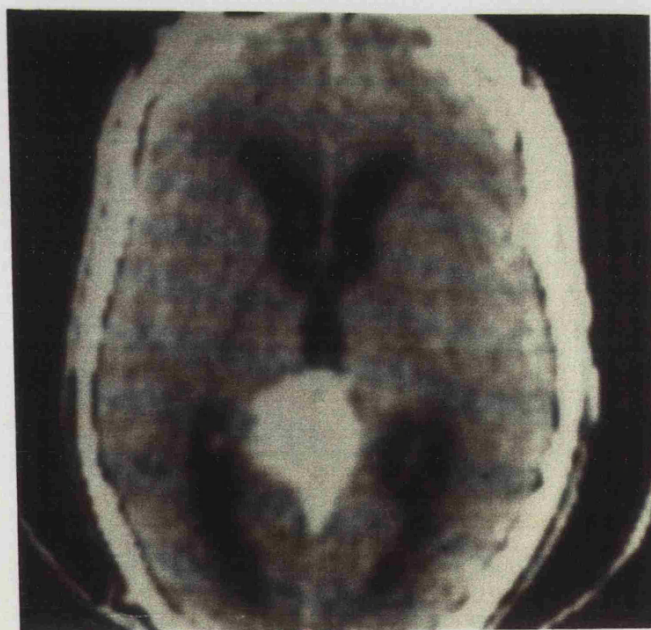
TAC, tras administración de contraste, en el caso anterior (caso 18).
